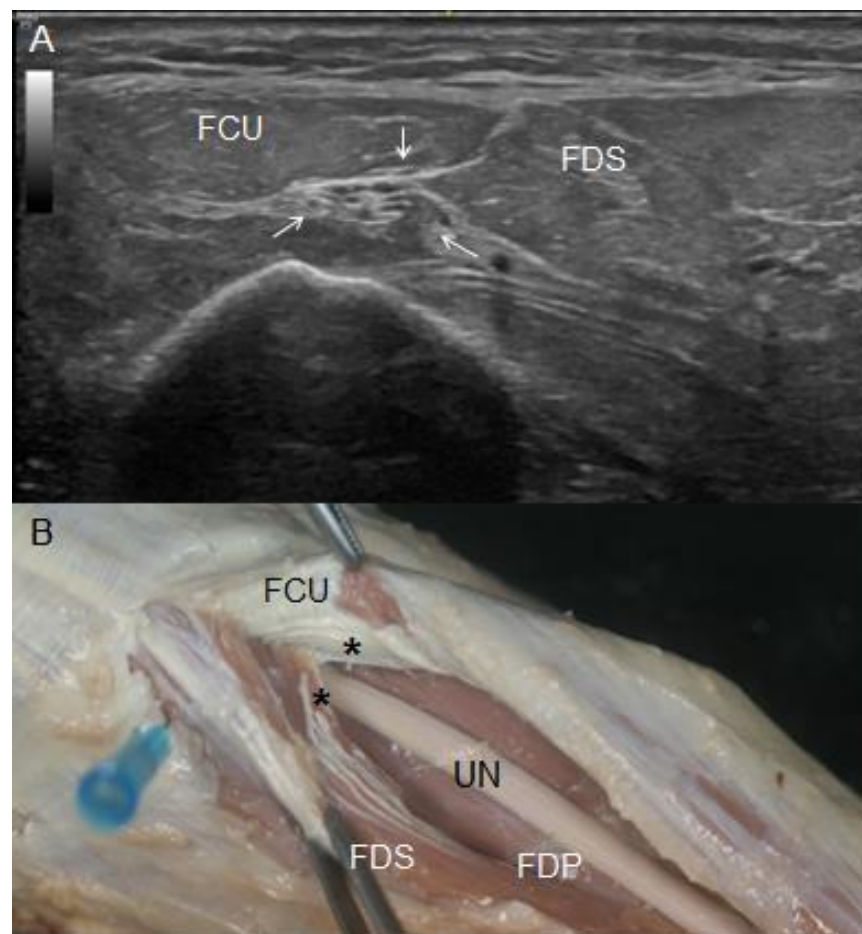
(A) Ultrasound view of the UN (white arrows) between the FCU and flexor digitorum superficialis (FDS) at the upper third of the forearm. (B) Anatomical view of the UN at this very point of the forearm. Note how it crossed beneath an aponeurotic structure (black asterisk), compressing the insertion of tendinous fibres of the FDS on the FCU muscle fibres. In this figure, UN was dissected from the FDS's epimysium in which it was included, and it rests on FDP muscular mass.
